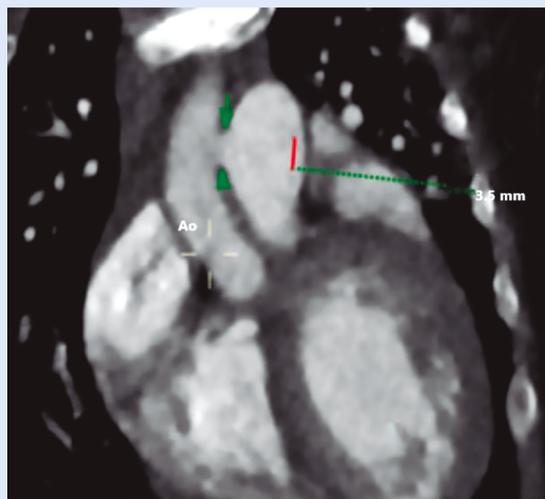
Tomografía en proyección coronal mostrando la zona donde se encuentra la ventana aortopulmonar. Delimitación y dimensión de la ventana aortopulmonar (Flecha verde). Ventana Aop: Ventana aortopulmonar. Ao: Aorta. Ap: Arteria pulmonar. VD: Ventrículo derecho. VI: Ventrículo izquierdo.
